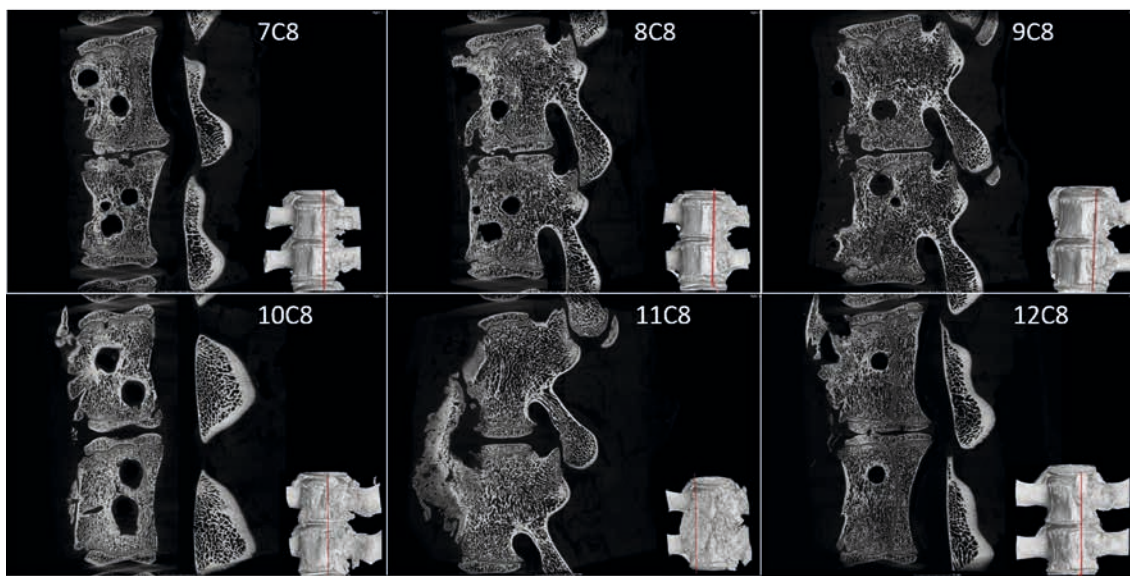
Skupina B2 ($n=6$), sagitální mikro-CT řezy střední části 6 vzorků úseku L2–3 prasečích páteří (rovina řezu je zaznamenána červenou linkou na 3D rekonstrukci modelu páteře a je vedena její střední částí). Zdroj: CEITEC VUT Brno.
